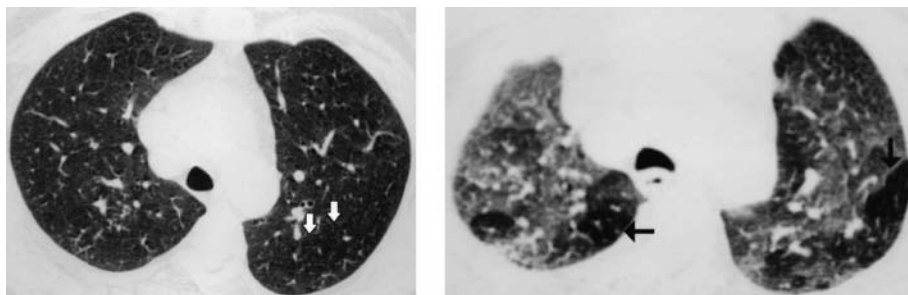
«Intrappolamento aereo», meglio evidente nelle scansioni TC del torace ottenute in fase espiratoria; l'invaginazione della parete tracheale posteriore indica la fase espiratoria.
